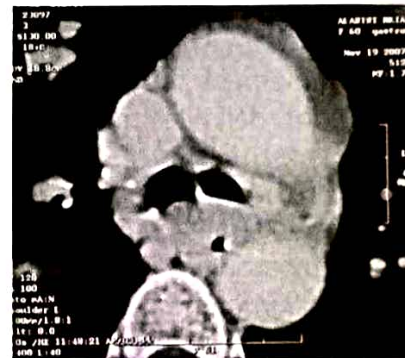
Fenêtre médiastinale de la TDM thoracique sans injection du produit de contraste montrant un épaississement régulier de la paroi œsophagienne prenant les deux bronches souches pulmonaires.
